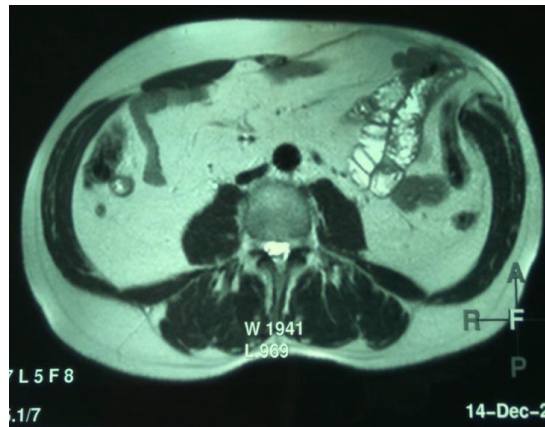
Пациент А., 45 лет. МРТ признаки ПОВГ: 1) Грыжевой мешок с грыжевым содержимым 2) Грыжевые ворота
